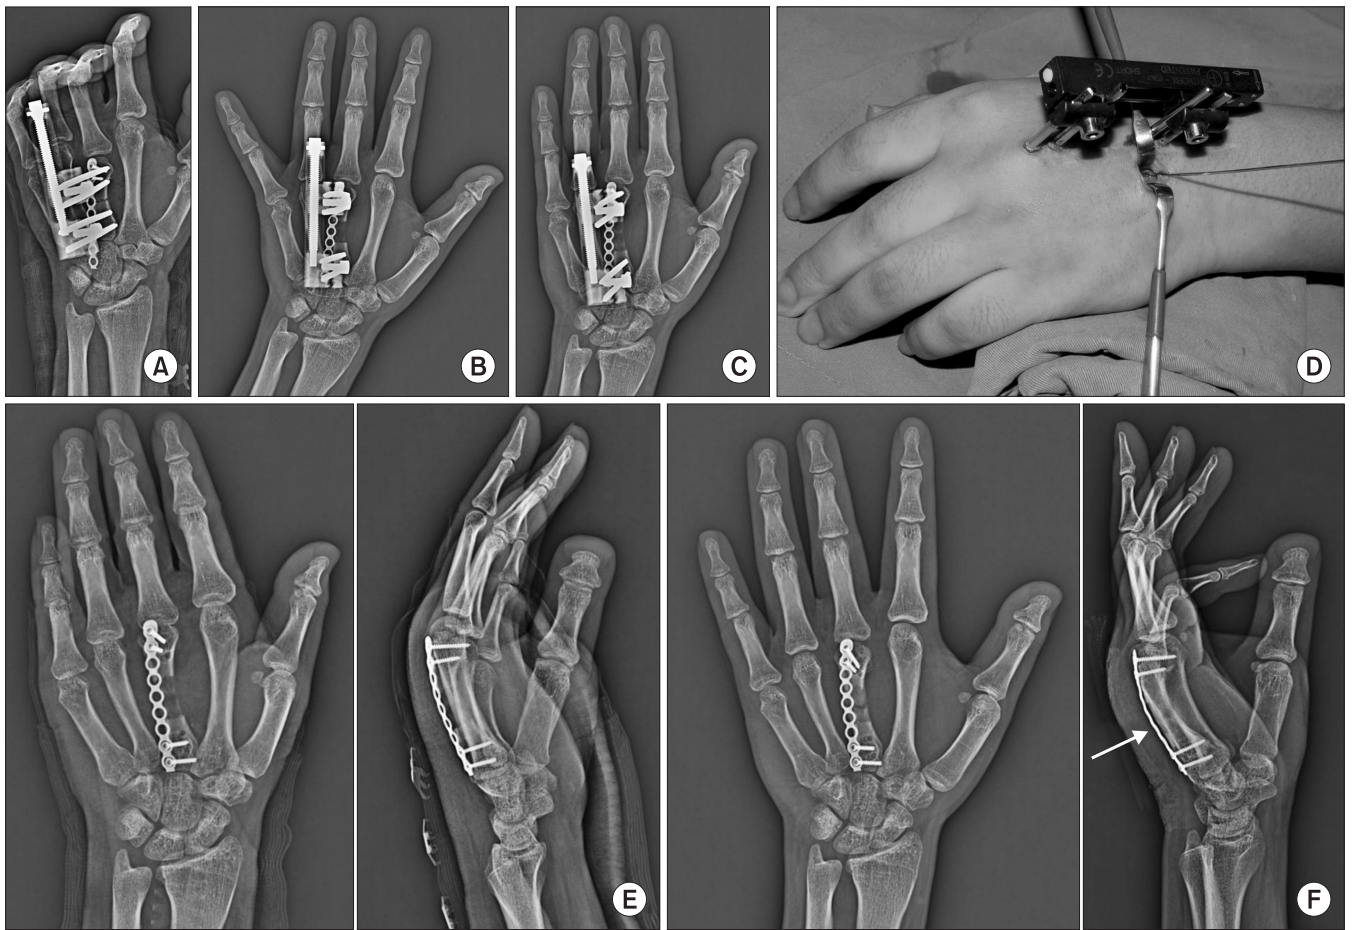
(A) Postoperative radiograph, (B) callotasis at postoperative 4 weeks. (C) At postoperative 7 weeks, callus formation was visible. (D, E) The proximal screws were inserted and the external fixator was removed at the same time. (F) At 12 weeks, slight bowing was observed in the metacarpal bone.
